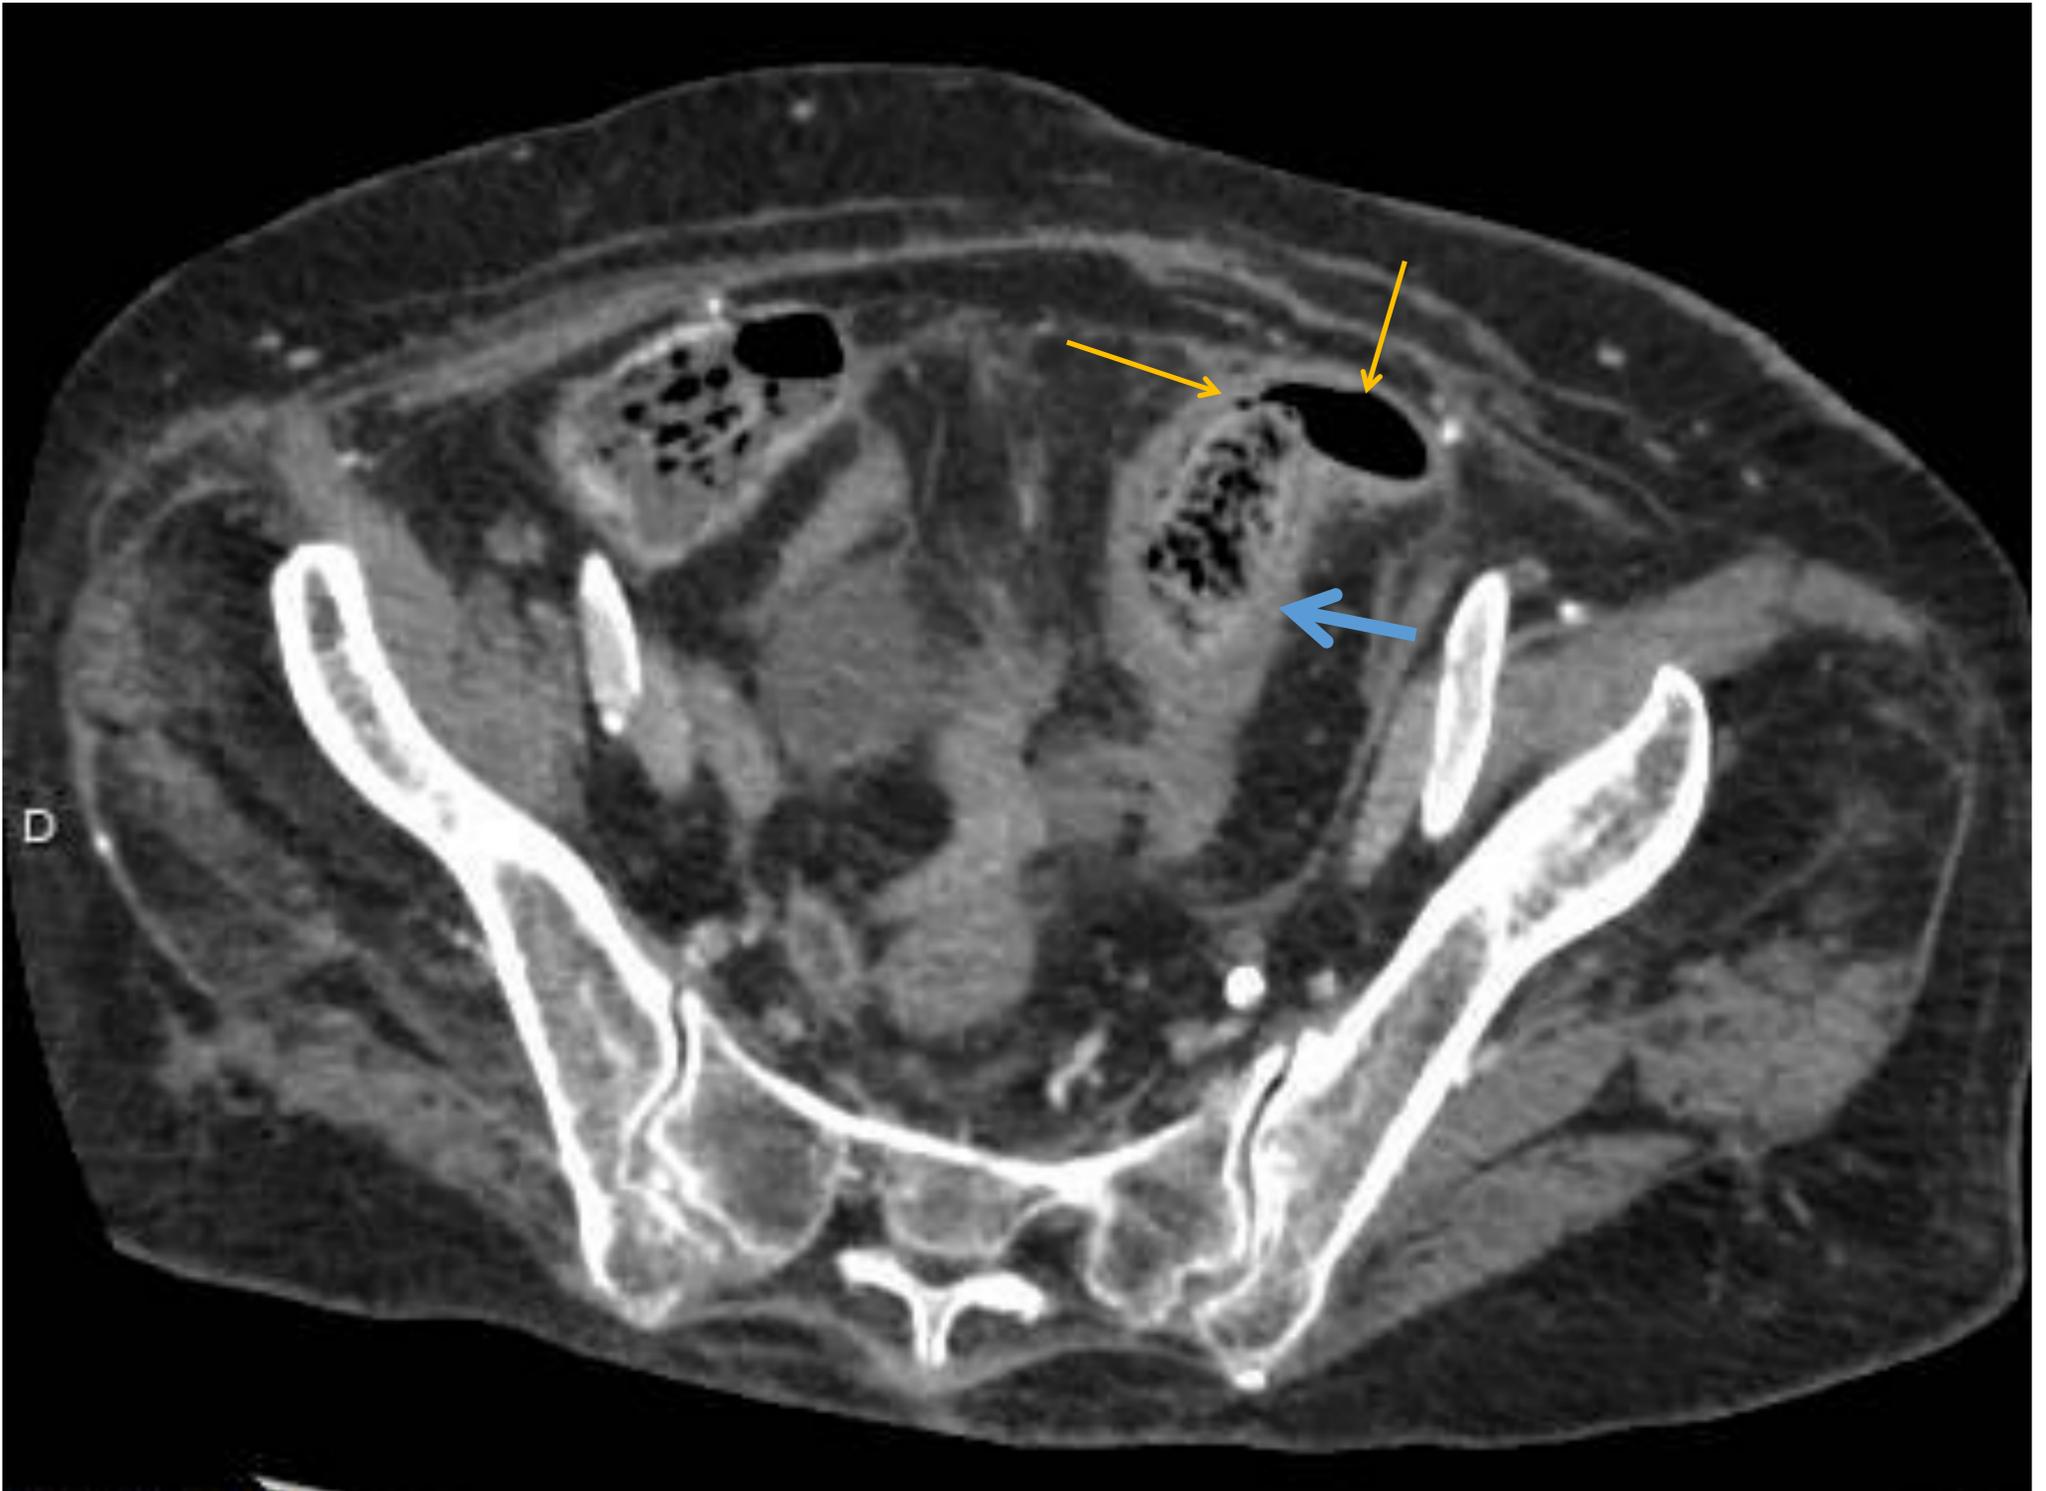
TC con CIV, corte axial. Sospecha de colitis isquémica con fiebre y leucocitosis por lo que se realiza prueba de imagen. Se observa engrosamiento mural de la unión recto-sigma (punto de Suddeck, flecha). Como complicación se observaron burbujas de aire extraluminales (flechas), que indicaban la existencia de perforación contenida.
